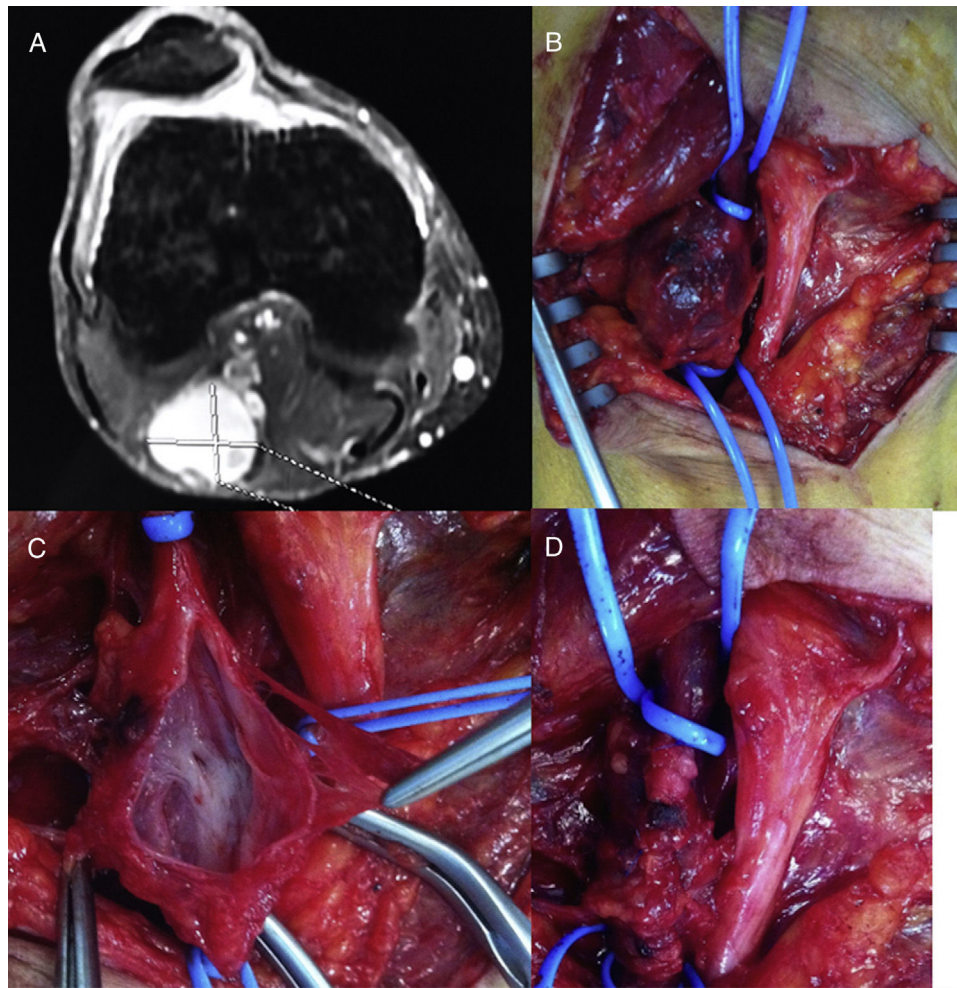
A) Detalle del aneurisma venoso poplíteo en la angio-RMN. B) Imagen intraoperatoria del aneurisma venoso. C) Detalle del aneurisma venoso abierto. D) Resultado tras la aneurismectomía tangencial del mismo con venorrafia lateral.
